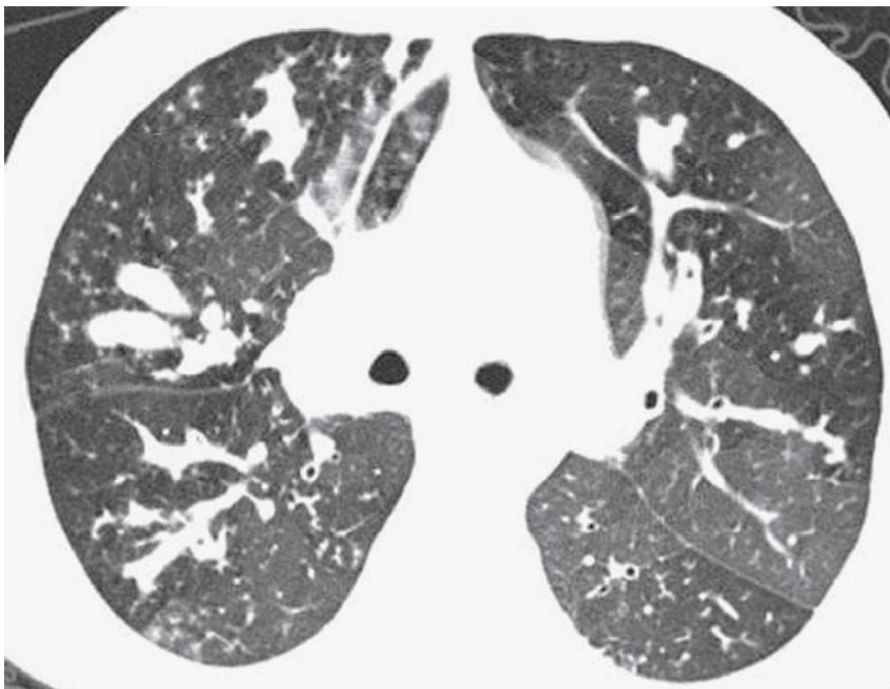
КТВР грудной клетки пациента с АБЛА: центральные бронхоэктазы с признаками большого количества бронхиального содержимого (бронхиальный секрет), двусторонние участки уплотнения легочной ткани по типу «псевдоматового стекла», которые чередуются с зонами обычной или пониженной плотности (симптом «мозаичной перфузии»). Вышеописанный паттерн характерен для сочетания поражения крупных (бронхоэктазы) и мелких дыхательных путей (симптом «мозаичной перфузии» - косвенный признак поражения мелких бронхов).
